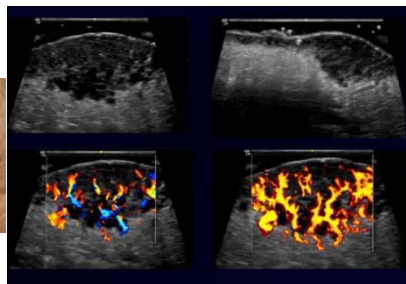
Imagem clínica de lesão cutânea eritematosa na hemiface esquerda e imagens de ultrassonografia dermatológica com transdutor de 22 MHz demonstrando lesão hipoeóica com fluxo significativo ao Doppler colorido e Power Doppler.
